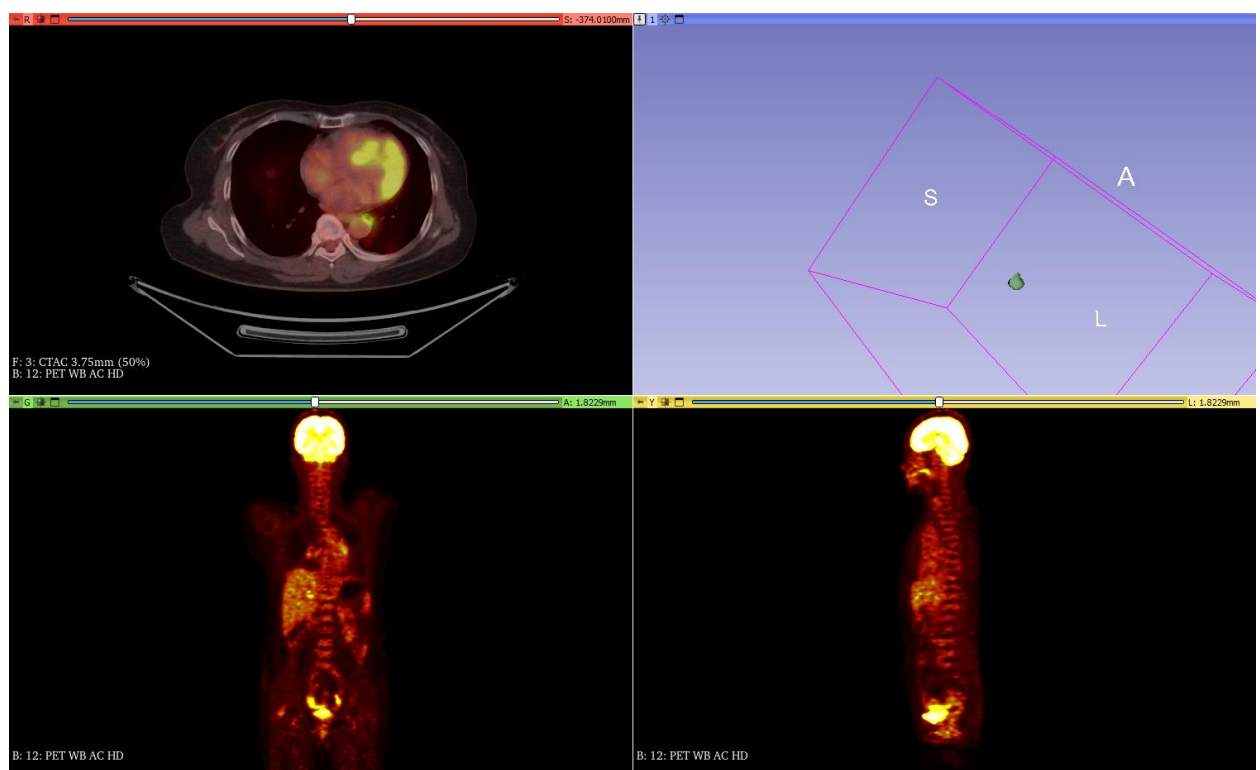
Ảnh PET/CT của bệnh nhân BVK – 21 do bác sĩ 01 khoanh vùng khối u
